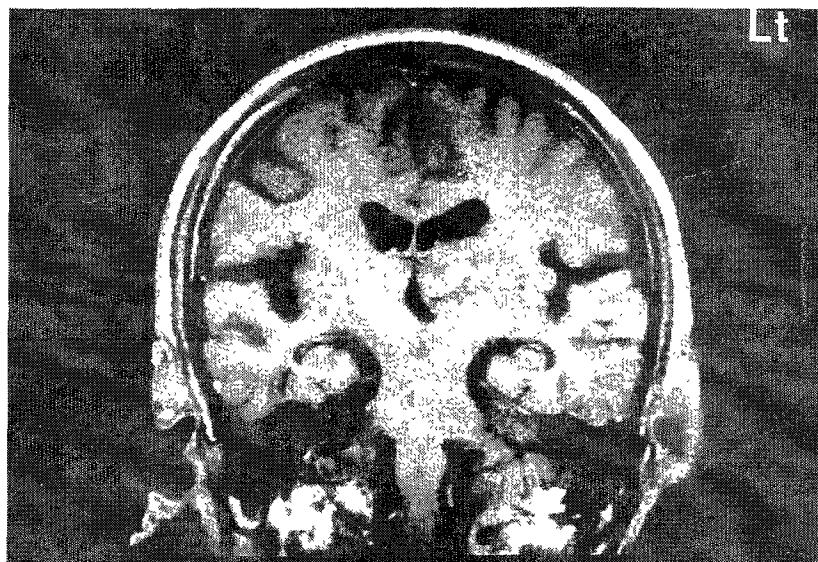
Brain T1-weighted image showing high signal intensity on the left thalamus.
